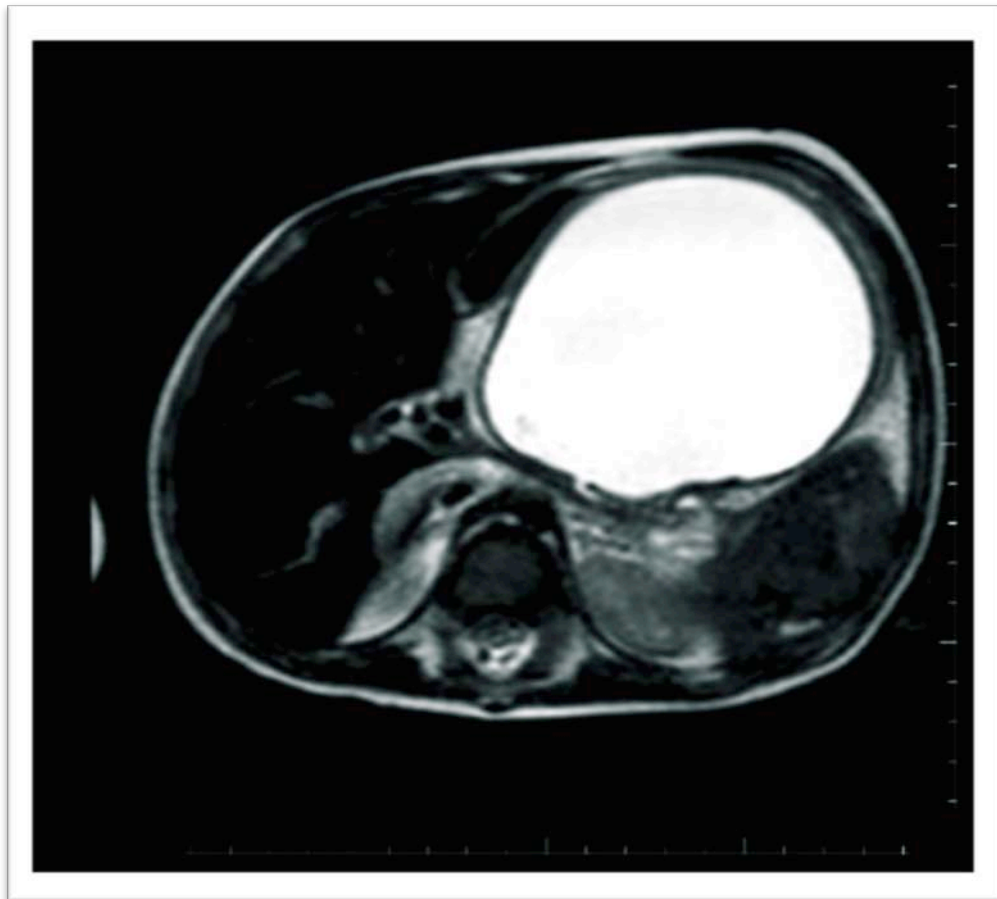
IRM abdominale Objectivant un PKP au niveau du corps
